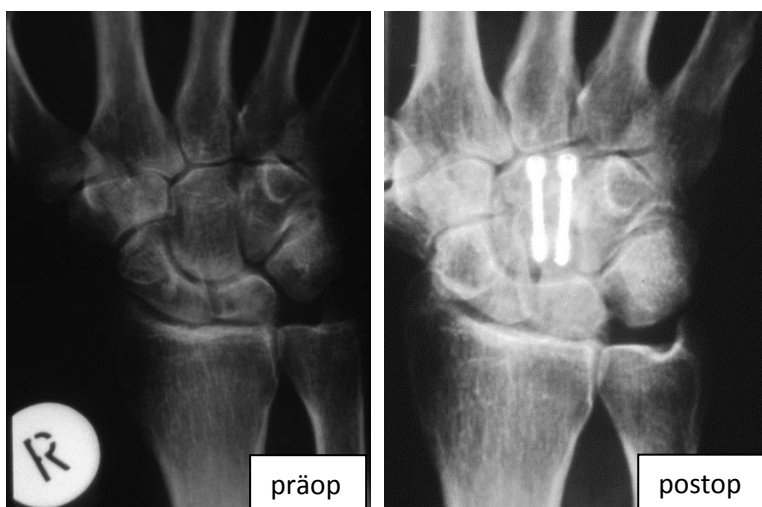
Röntgenverlauf Capitatumverkürzung (H.W. \*04.04.1939)
